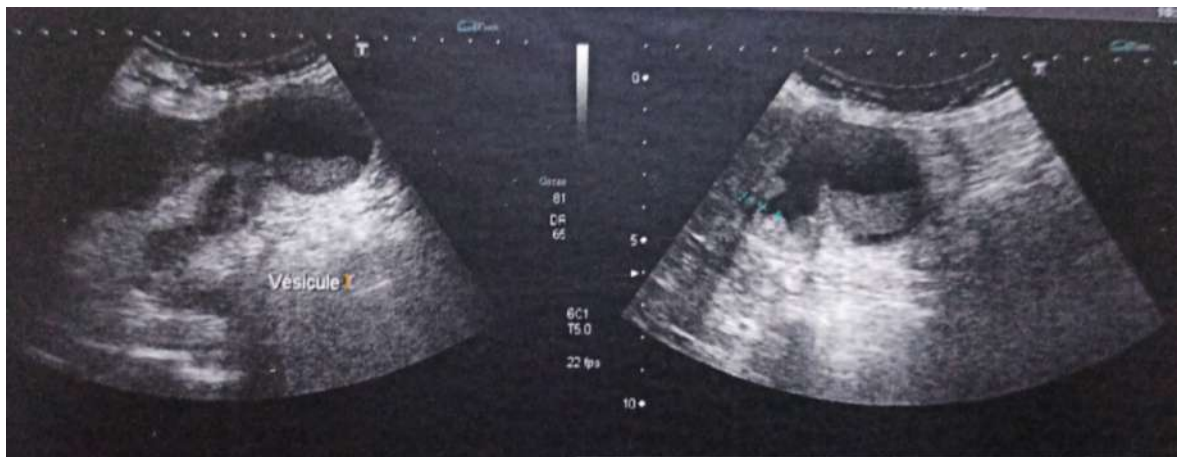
Image échographique montrant une vésicule biliaire distendue à contenu échogène et à paroi épaissie siège d'un sludge échogène chez une patiente de notre série.
